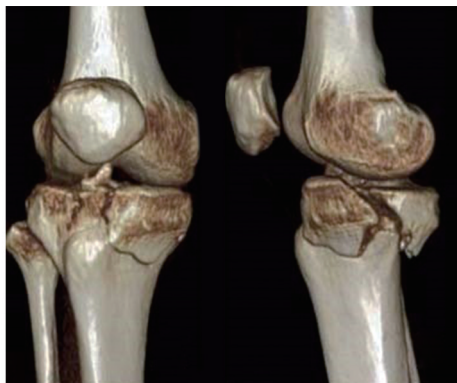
术前CT检查示外侧柱、内侧柱及后侧柱均骨折
